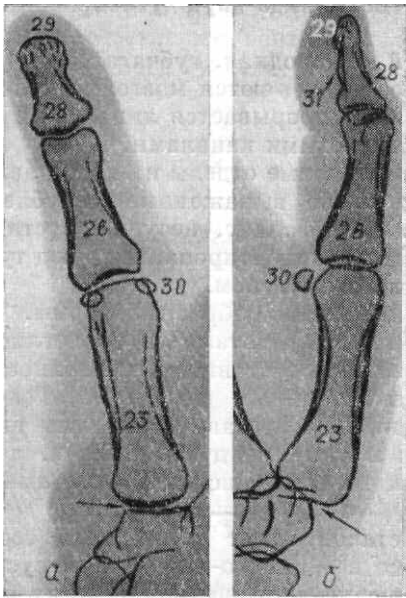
Рентгенограммы второго пальца в прямой ладонной (а) и боковой (б) проекциях. 26 — проксимальная фаланга; 27 — средняя фаланга; 28 — дистальная фаланга; 29 — бугристость дистальной фаланги; 31 — гребень фаланги.
